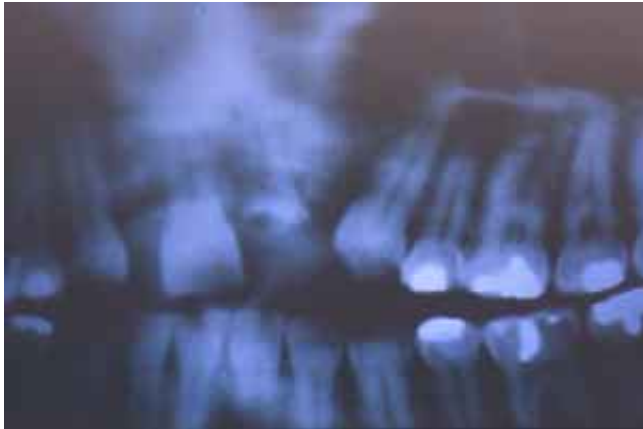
Radiografía panorámica donde se observa relleno en defecto entre incisivo lateral y 1er premolar izquierdo.
